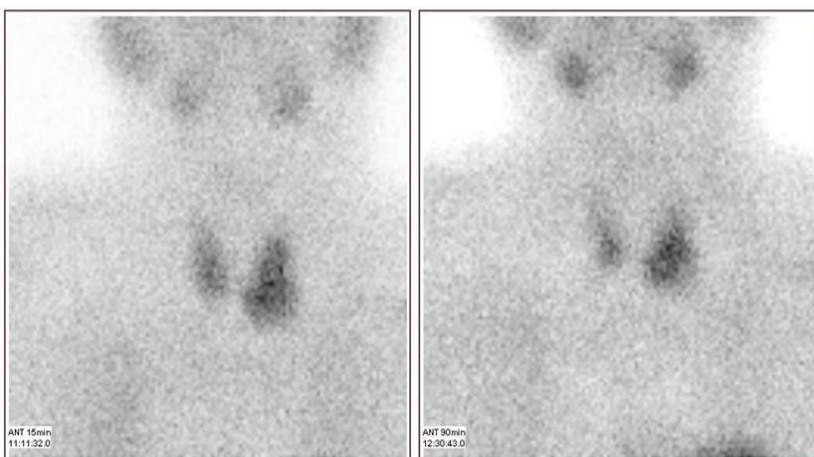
Планарная сцинтиграфия ОЩЖ с ^{99m}Tc-технетрилом в раннюю (слева) и отсроченную (справа) фазу, отчетливо образования ОЩЖ не визуализируются, обращает на себя внимание длительное удержание РФП в левой доле ЩЖ.
